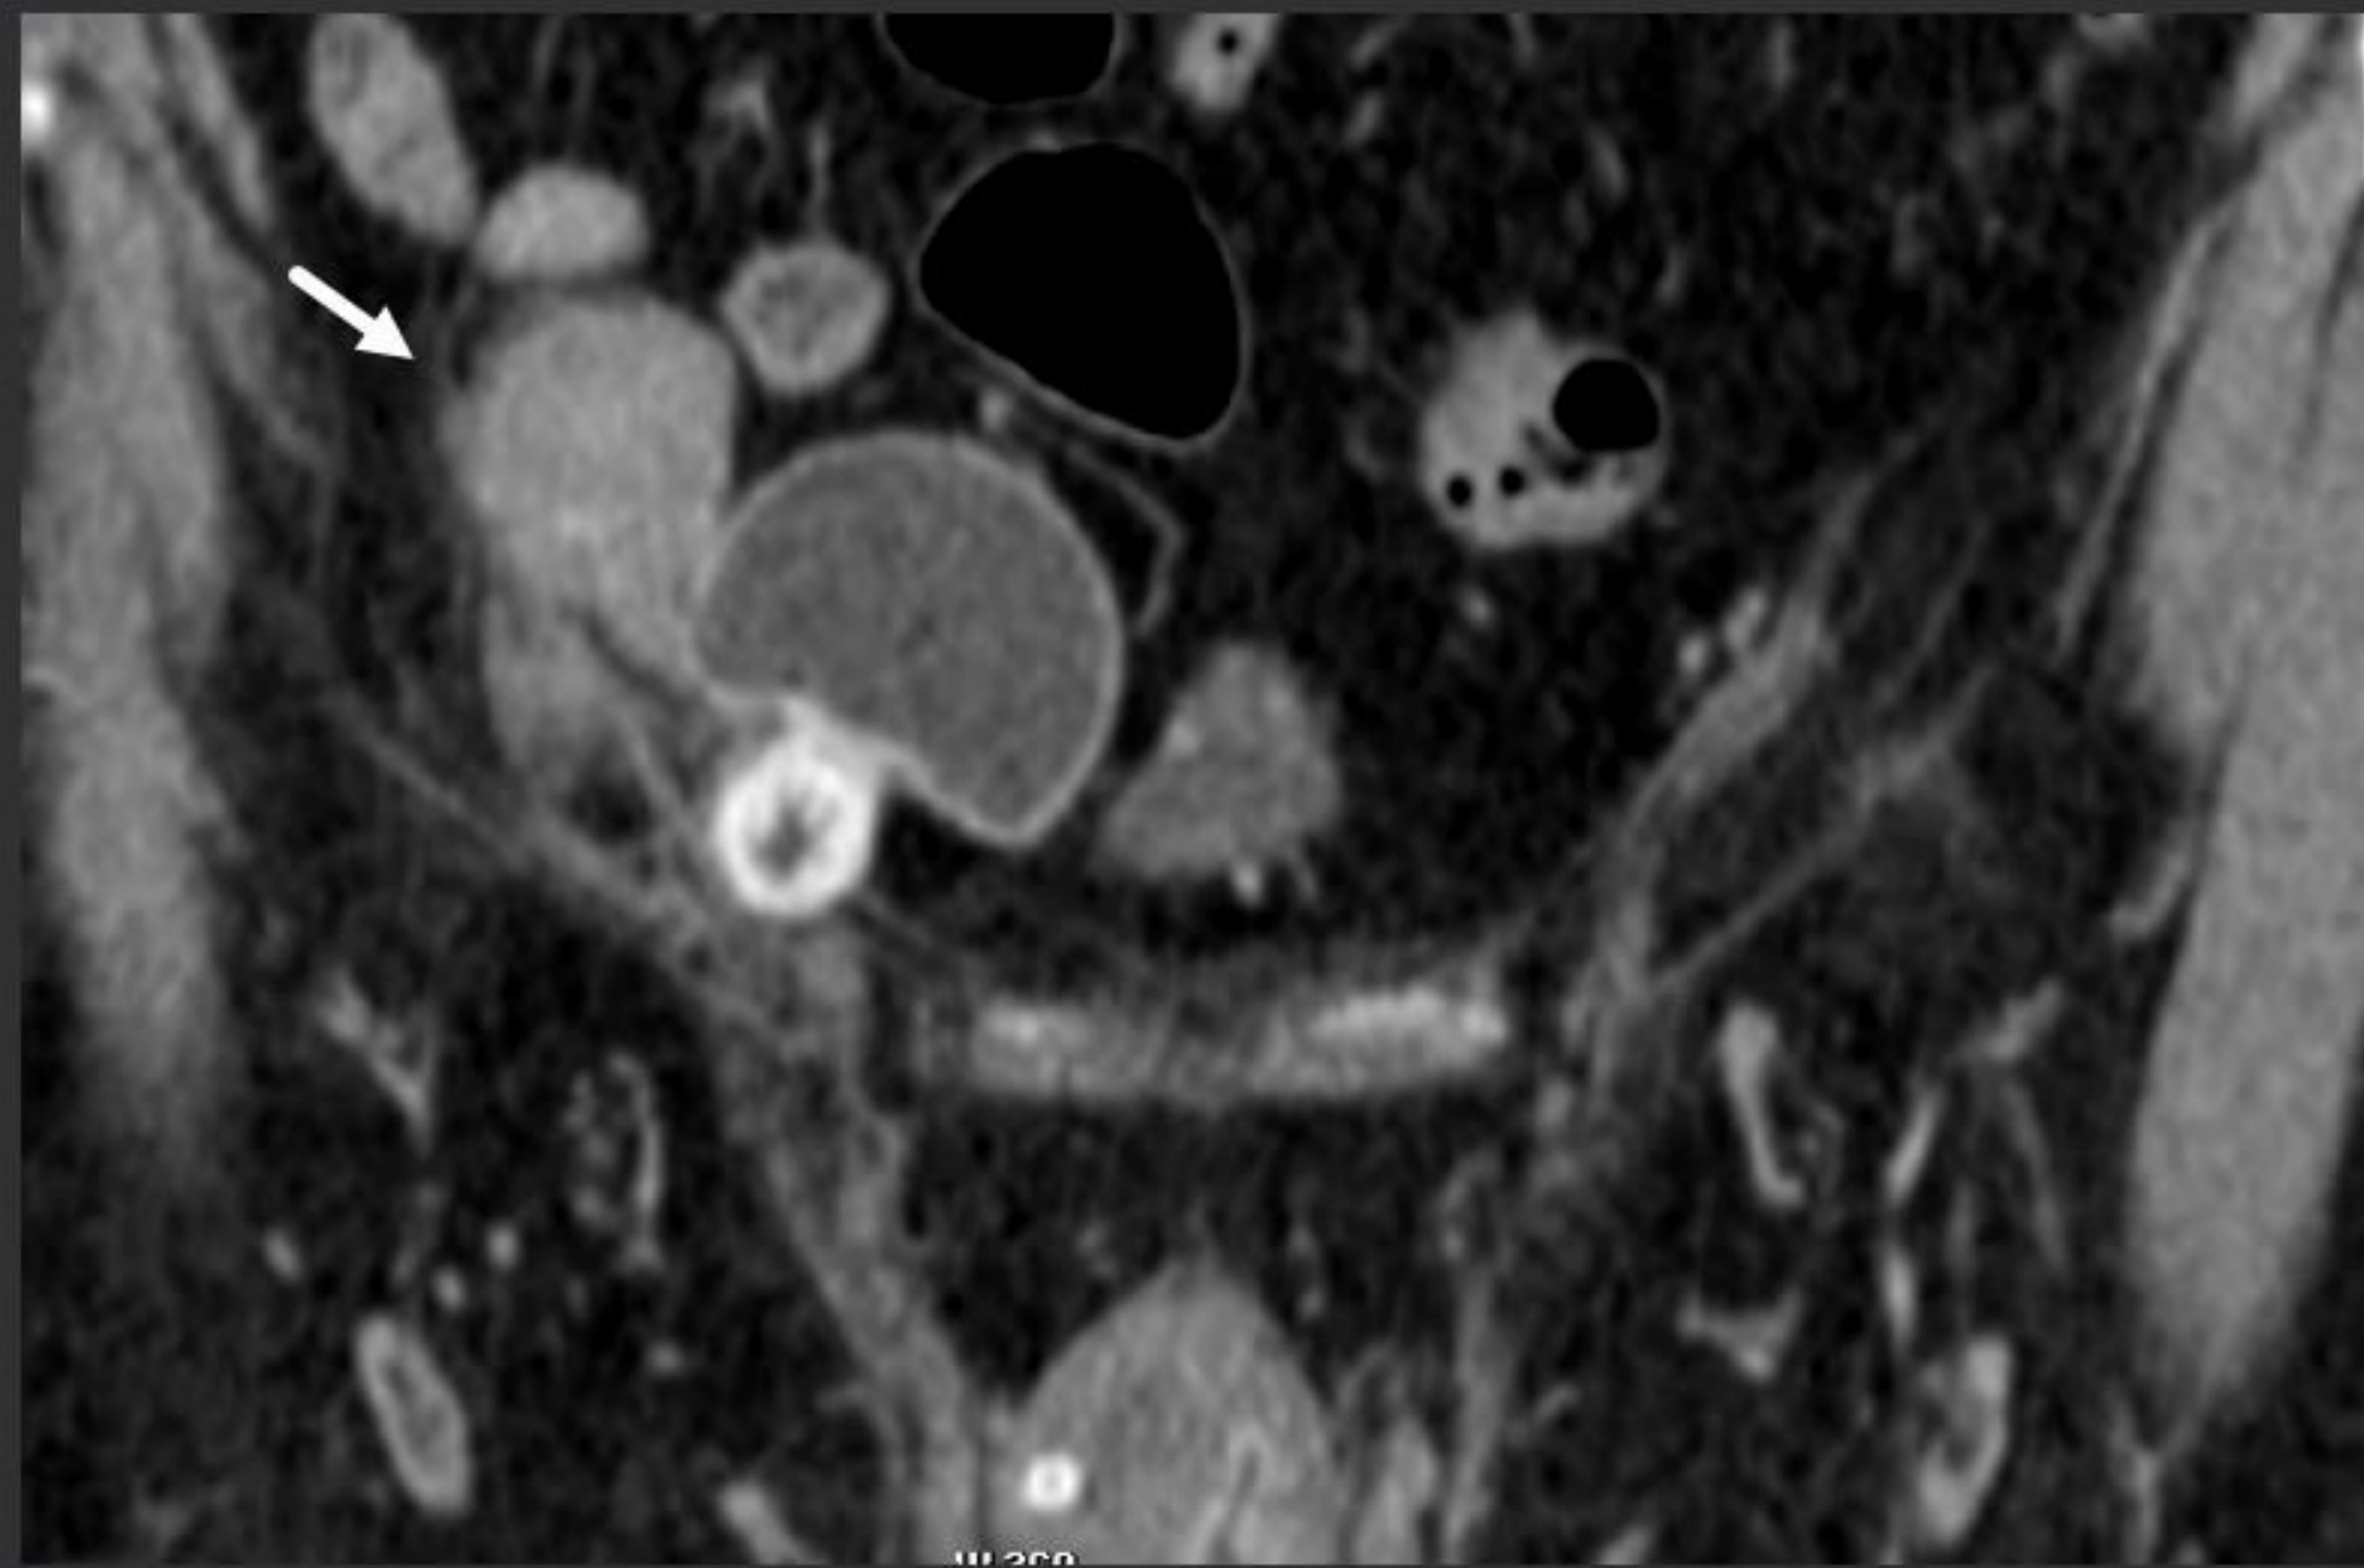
Leiomioma*. TC con CIV que muestra una masa sólida polilobulada en FID, en contacto con el anillo inguinal profundo y junto al reservorio de una prótesis peneana.
